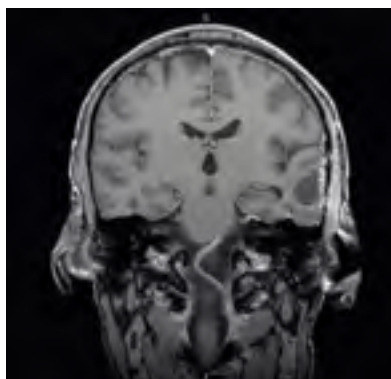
МРТ головного мозга у пациента с глиобластомой левой височной доли через 3 месяца после операции. Режим T1 с парамагнетиком. Коронарная проекция.
